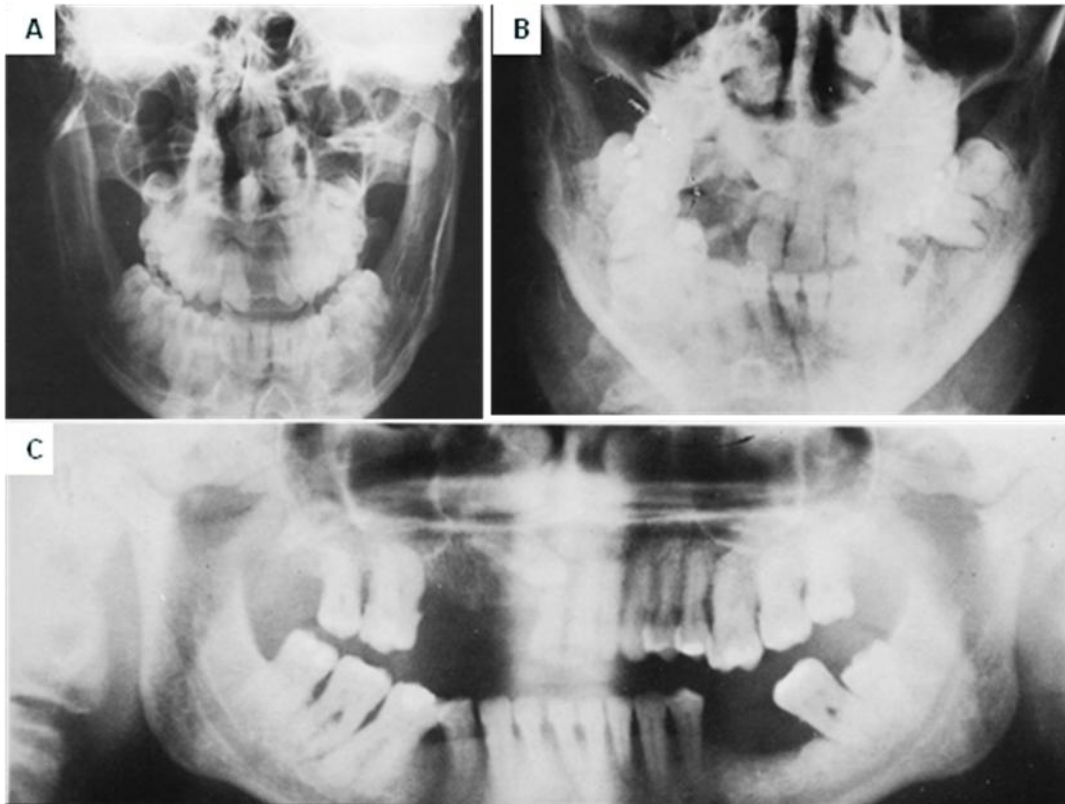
41. A. Radiografía frontal Fractura de ambos cuellos mandibulares, las cabezas tienen angulación medial y las ramas están desplazadas a los lados, una tercera fractura en la línea media hace que la mandíbula se abra y parezca de mayor tamaño que el maxilar superior. B. Triple fractura mandibular en otro paciente, los hallazgos son similares a los del caso anterior. C. Radiografía Panorámica que muestra las fracturas en los cuellos mandibulares y cerca de la línea media.
